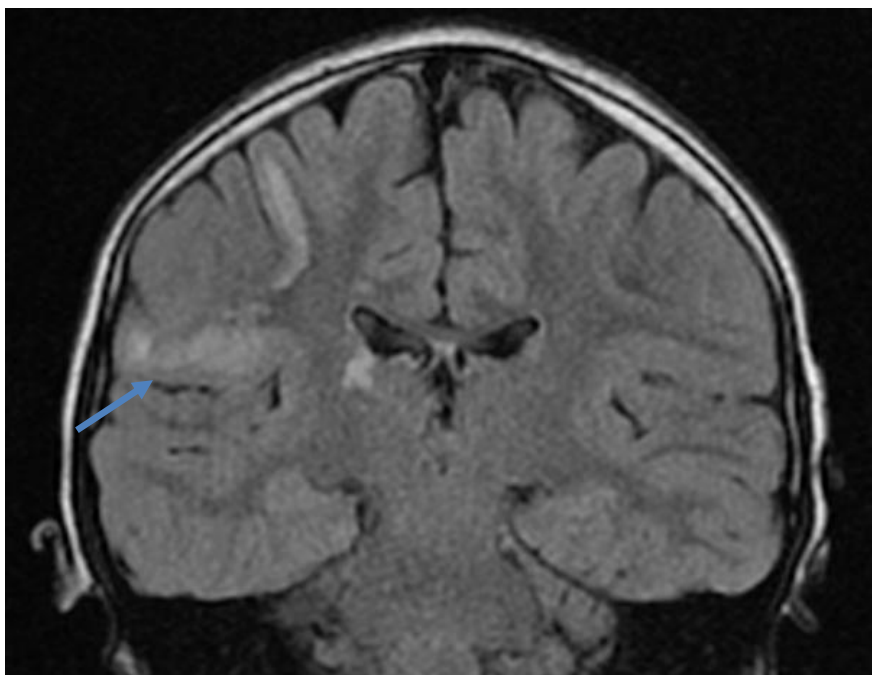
Imagem FLAIR, do primeiro pré-operatório, em corte coronal (ao nível da região posterior do tálamo), evidenciando lesão córtico-subcortical supra-silvica, que se estende desde a face externa do hemisfério direito até ao nível da máxima profundidade do rego de Silvius, com um ligeiro hipersinal, contornos bem definidos, embora irregulares e com continuação para cima, ao longo das margens do sulco central. Hipersinal no segmento póstero-externo do tálamo direito.
